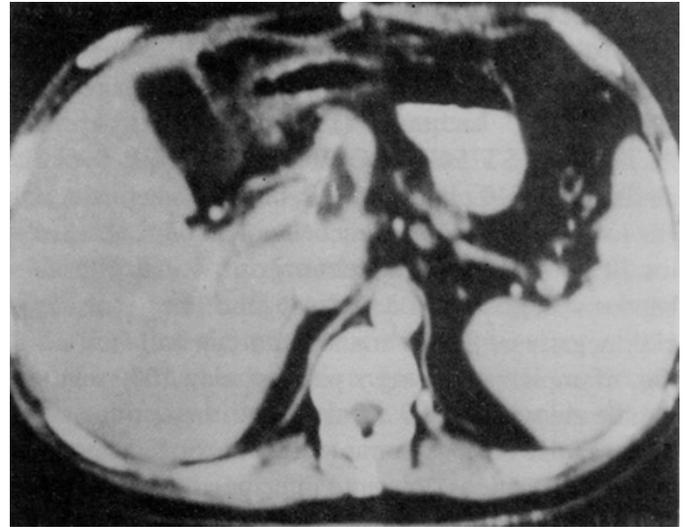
Tomografía computada de abdomen inicial.
